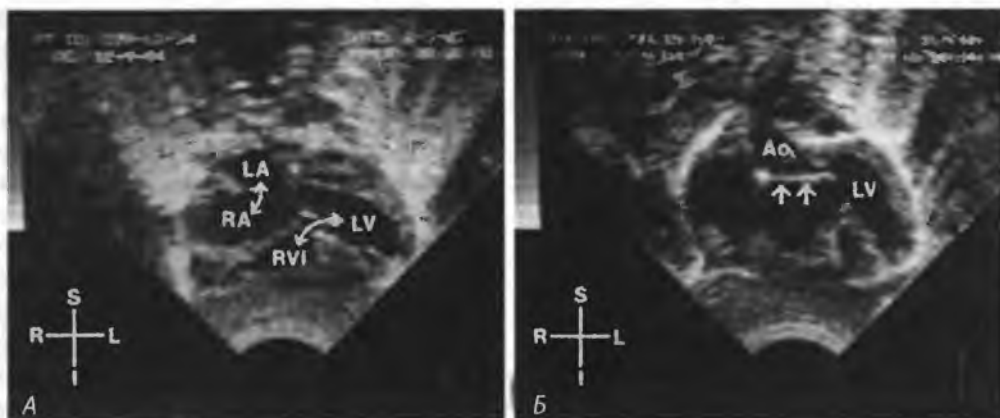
Эхокардиограмма при АВ-канале:
